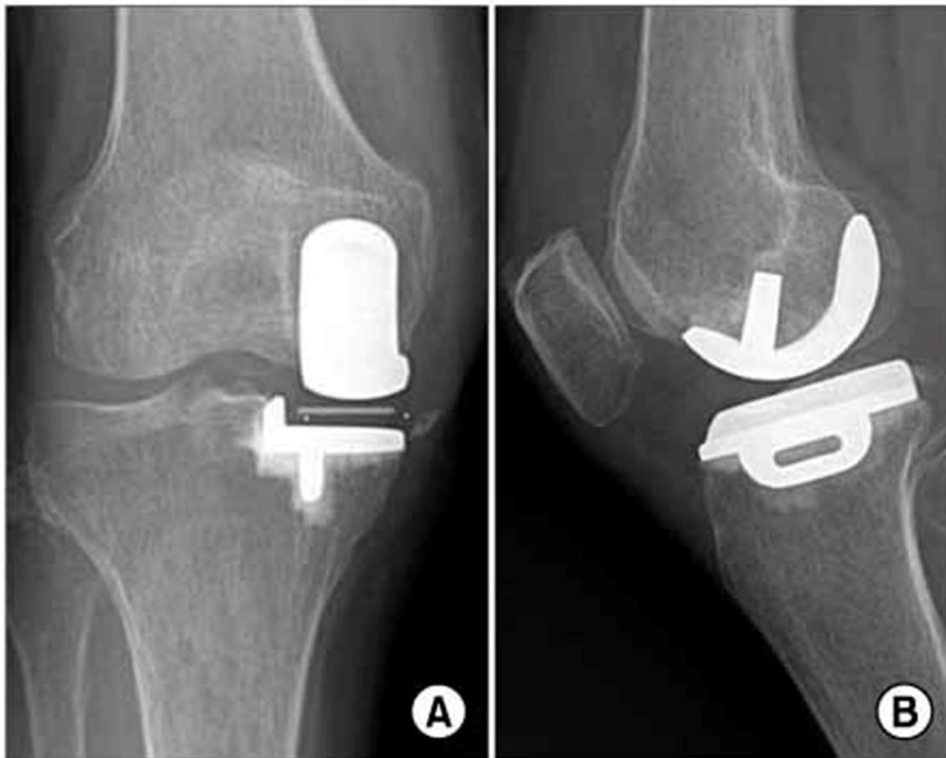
Radiografía AP y lateral de prótesis unicompartmental
